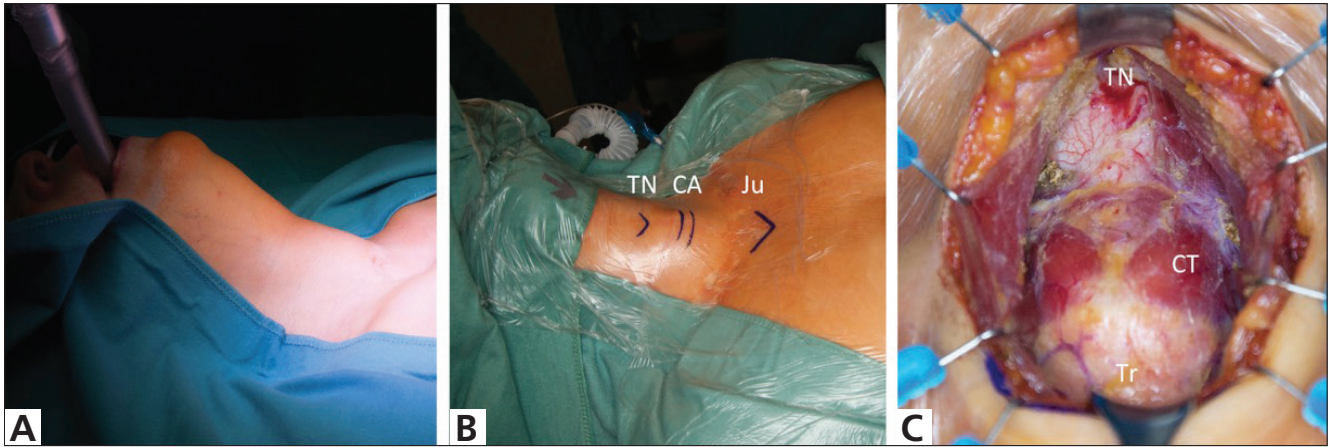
A. The operation is started with the patient ventilated through a laryngeal mask. B. Identification of the surgical landmarks thyroid notch (TN), cricoid arch (CA) and jugulum (Ju). C. Surgical situs after exposing the thyroid cartilage with the thyroid notch (TN), the cricothyroid muscle (CT) and the trachea (Tr).
